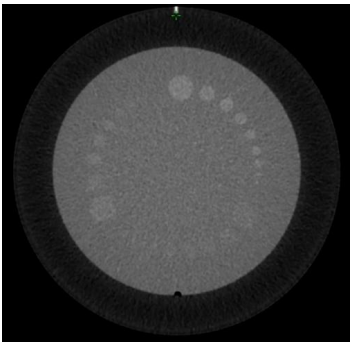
Catphan604 模体分析 CT 图像的低对比分辨率
